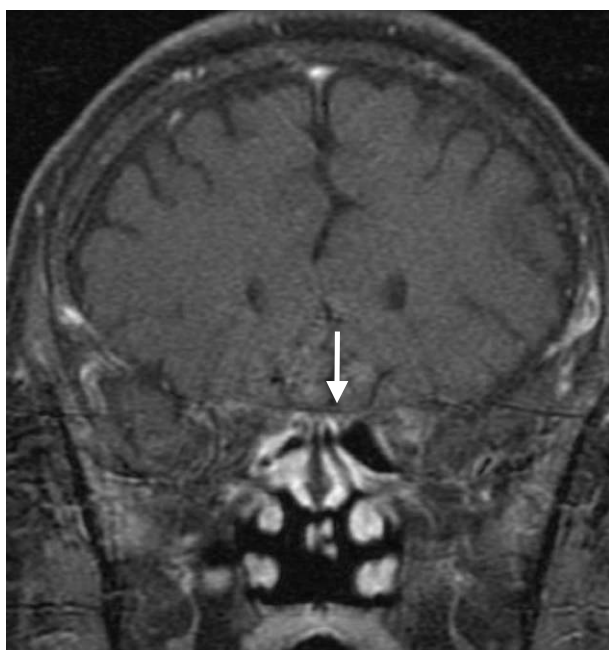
ステロイドパルス療法後の頭部ガドリニウム造影 T1 強調 MRI 所見.
